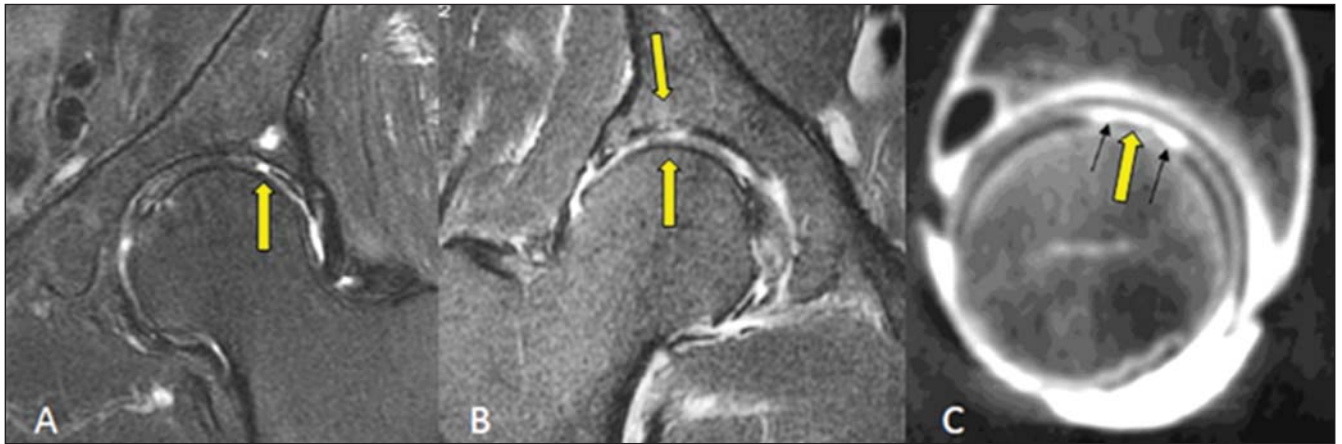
A: Erosão condral focal e profunda com exposição óssea e formação de cisto subcondral no teto acetabular. B: Afilamento e irregularidade difusa da cartilagem de revestimento de ambos os componentes da articulação, com edema da medular óssea no acetábulo. C: Artrotomografia evidenciando erosão condral profunda na cabeça femoral preenchida por contraste.
